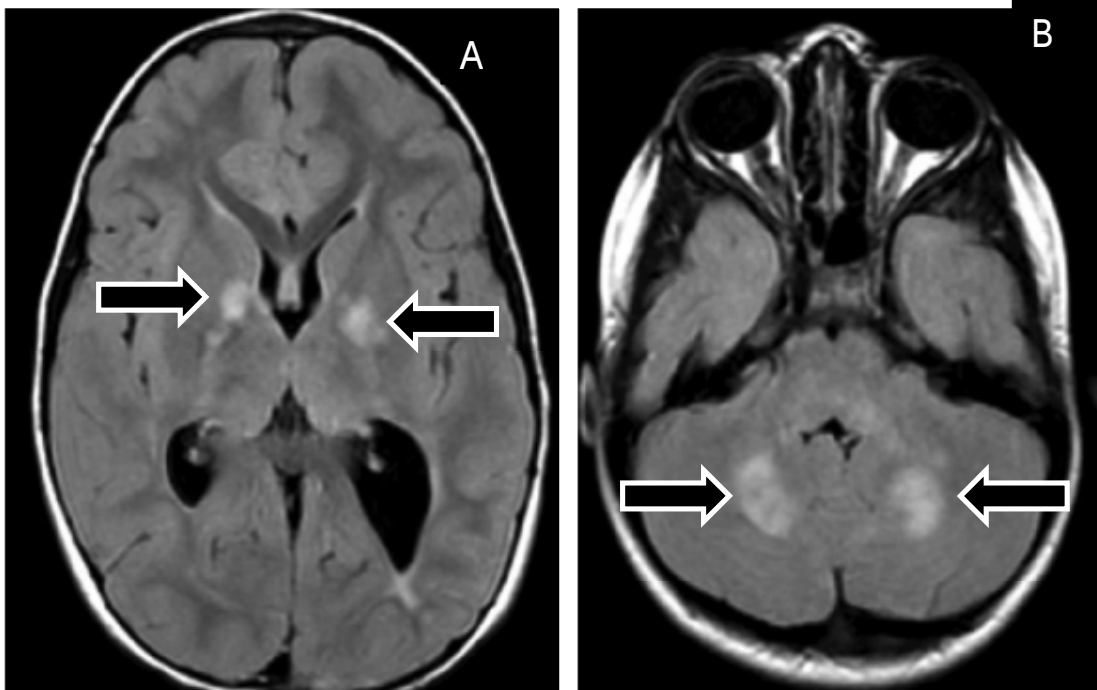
IRM cérébrale en coupes axiales FLAIR. Hypersignaux (A) bi-pallidale, de la substance blanche profonde et (B) du cervelet (y compris des noyaux dentelés) et du tronc cérébral : Objets Brillants Non Identifiés [19].
